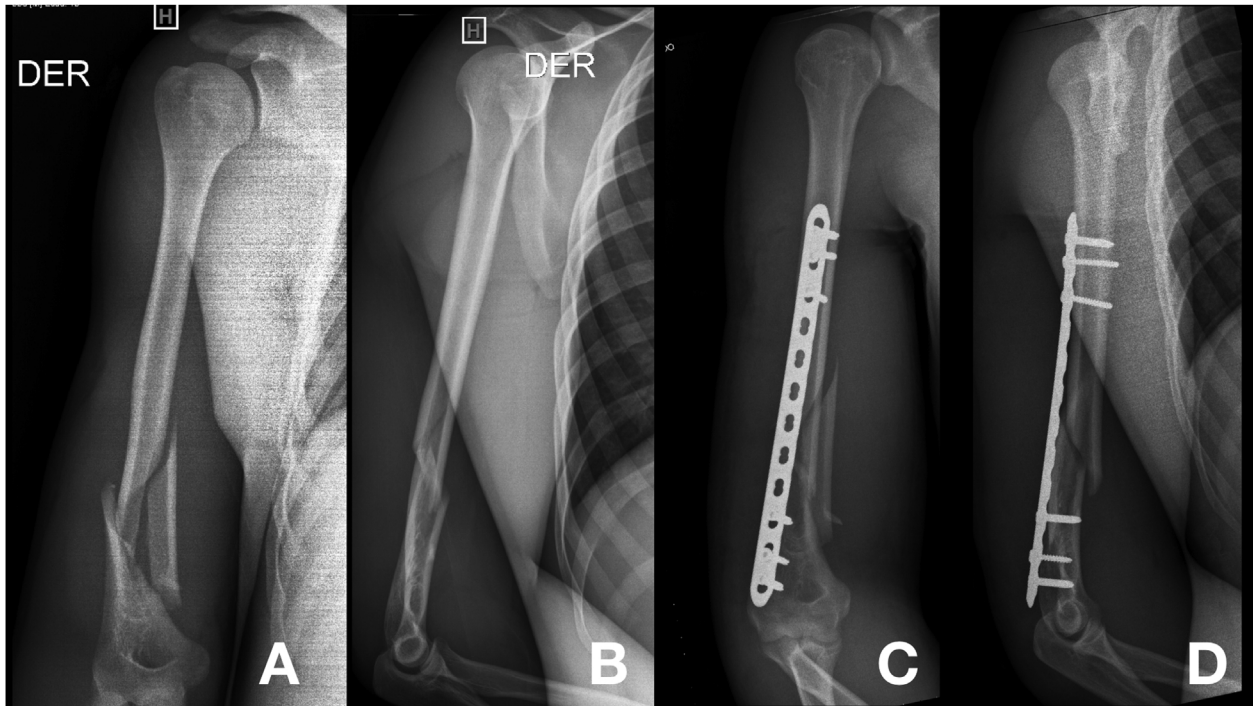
A y B) Radiografías preoperatorias anteroposterior y lateral de una fractura diafisaria de húmero tipo AO B3. C y D) Radiografías anteroposterior y lateral postoperatorio que muestran la fractura estabilizada con una placa LCP recta de 4,5 mm.
